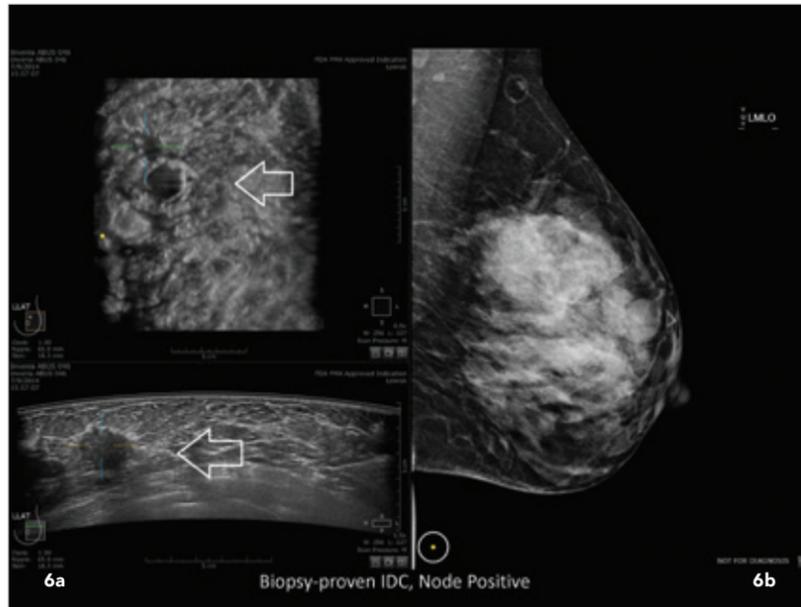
a et b: Lésion tumorale visualisée en échographie mammaire automatisée et la même pathologie visualisée en mammographie.
